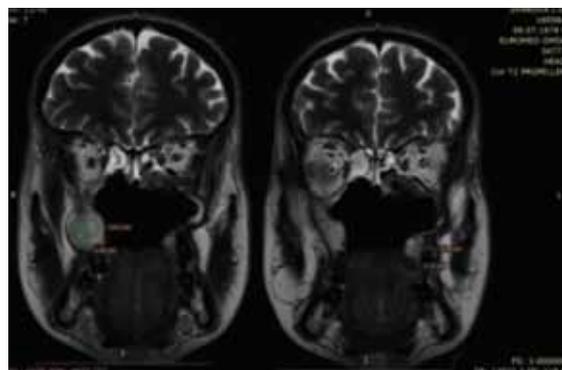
Данные МРТ лицевого черепа в сагиттальной проекции: объемные образования в области альвеолярного отростка верхней челюсти слева и справа
